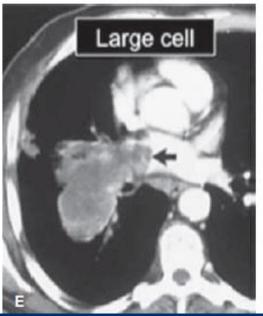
Typical CT Appearances of the Subtypes of Bronchogenic Carcinoma. A. Subsolid (mixed solid/ground-glass attenuation) solitary nodule (arrow). B. Spiculated peripheral solitary pulmonary nodule (arrow). C. Cavitary mass (arrow). D. Large right hilar mass (arrow). E. Large mass with left atrial invasion (arrow).
